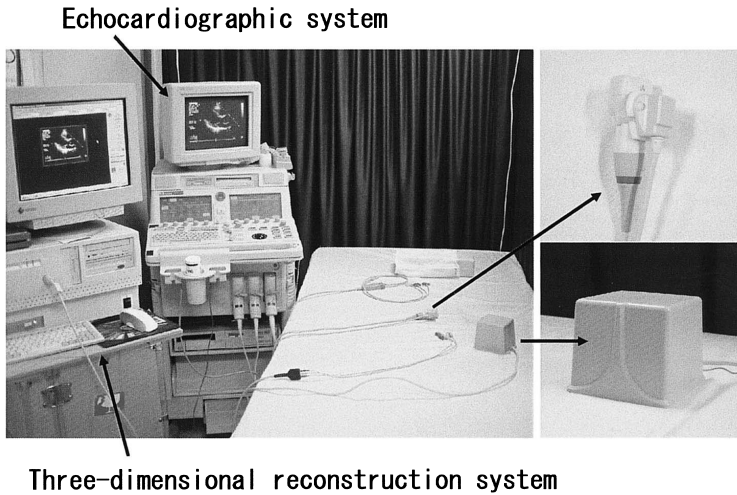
Transthoracic freehand three-dimensional echocardiographic system
